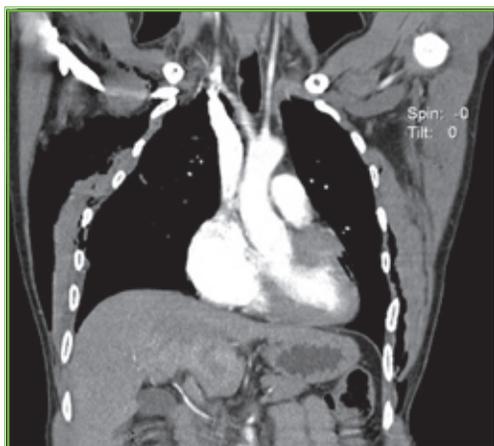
TAC de tórax, corte coronal que muestra vena cava superior, aorta ascendente, primera parte del cayado aórtico o arco transversal y sus dos primeras ramas: tronco innominado y arteria carótida izquierda. Tronco de la arteria pulmonar.
